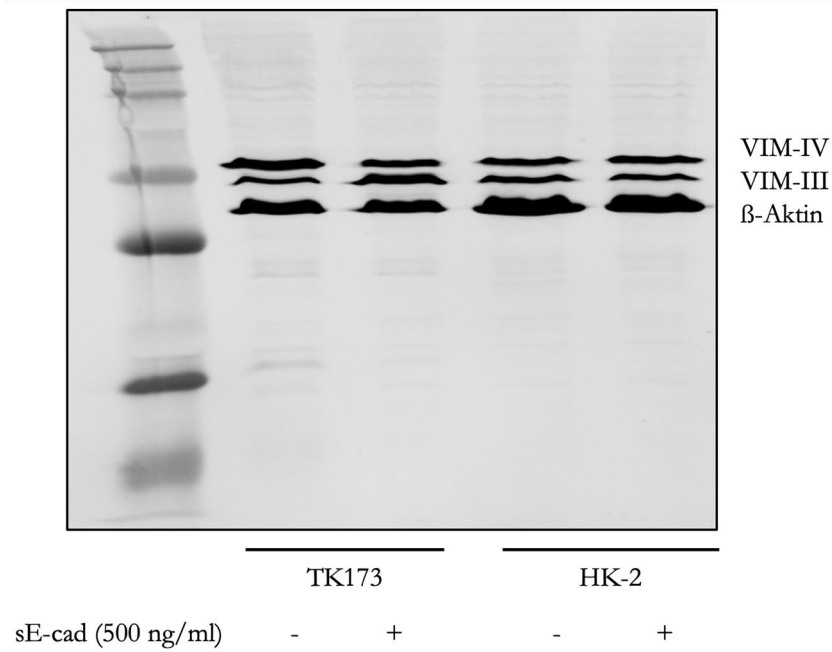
Western-Blot-Analyse von Vimentin nach 72-stündiger sE-cad-Behandlung. TK173- und HK-2-Zellen wurden parallel zu einer serumfreigesetzten Kontrolle mit 500 ng/ml sE-cad behandelt. Durch den Western-Blot des Zelllysats wurden die Vimentin-Isoformen VIM-IV und VIM-III und die Ladekontrolle β -Aktin dargestellt.
